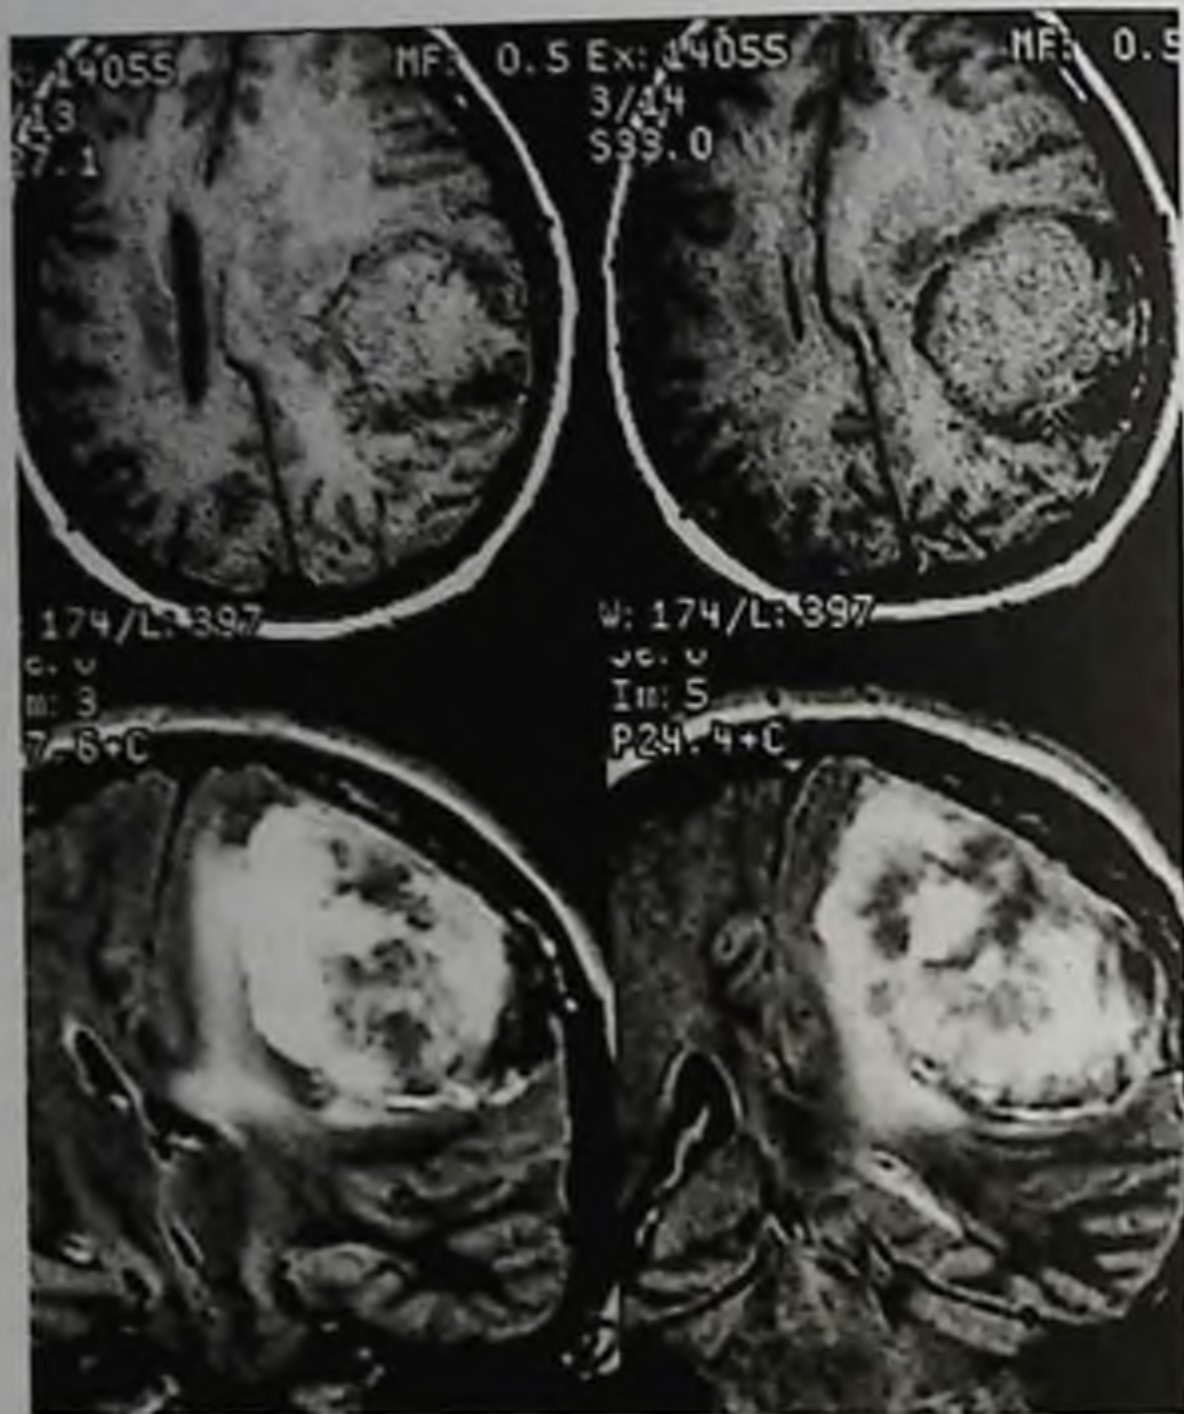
Менингиома левой теменной области. Магнитно-резонансная томограмма без контрастного усиления; на T1-взвешенных изображениях (наверху) сигнал от опухоли сходен с таковым от мозга; на T2-взвешенных изображениях (внизу) менингиома гиперинтенсивна и окружена зоной гиперинтенсивного отека мозговой ткани
